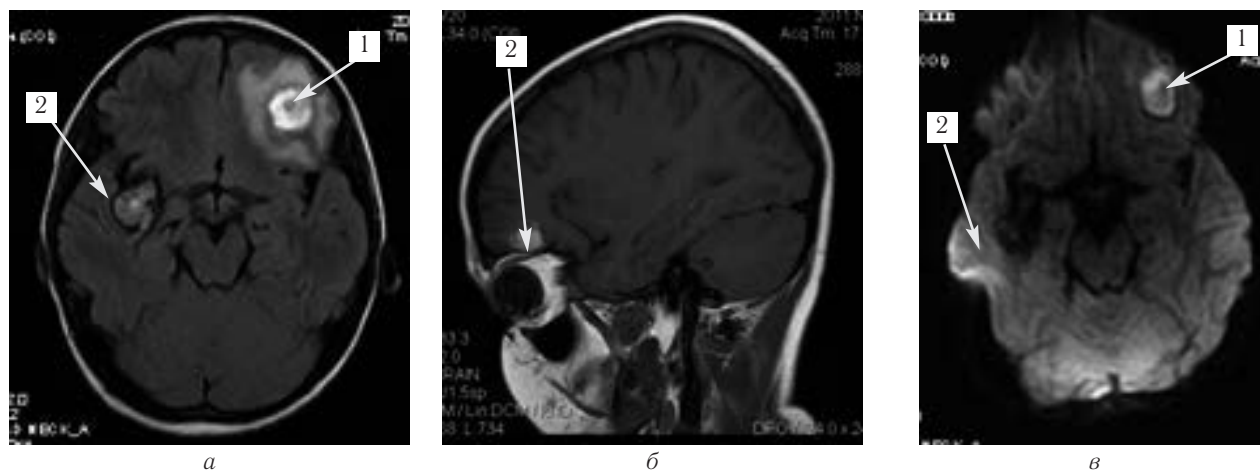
Пациент Г.И., 12 лет (собственное наблюдение). Внутримозговая гематома в левой лобной доли. Кавернозная мальформация правой Sylvianовой щели МРТ: а, б — T1-ВИ; в — ДВИ МРТ. 1 — внутримозговое кровоизлияние; 2 — кавернозная мальформация ветви средней мозговой артерии справа указаны стрелками.
